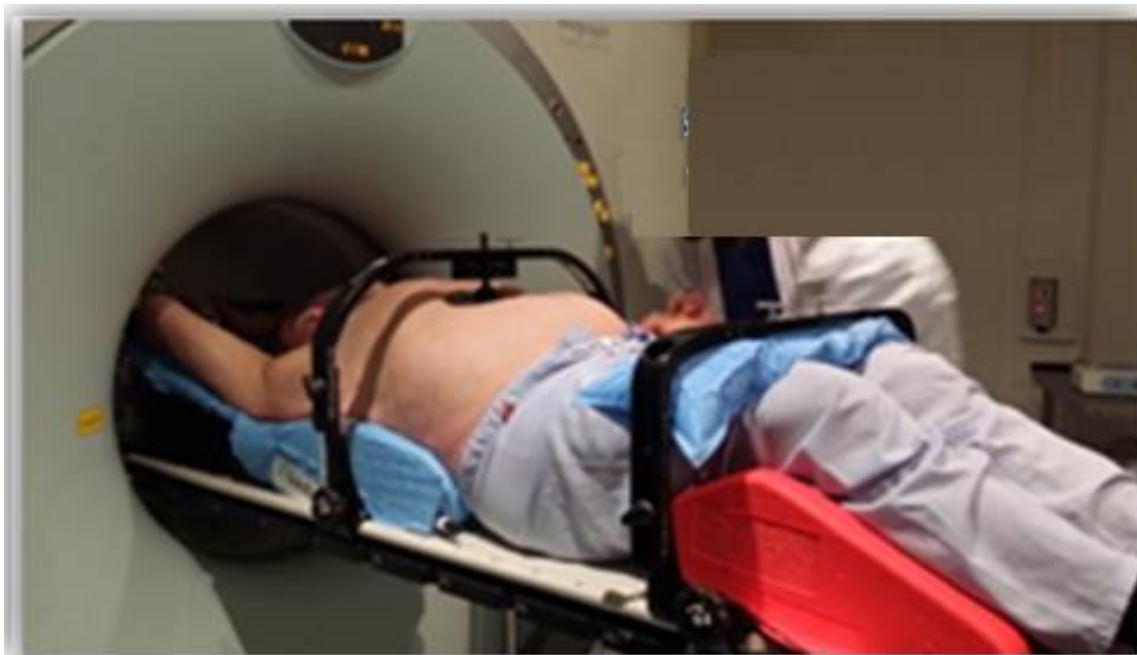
realización de la 18F-FDG PET/TC en el servicio de Medicina Nuclear.
